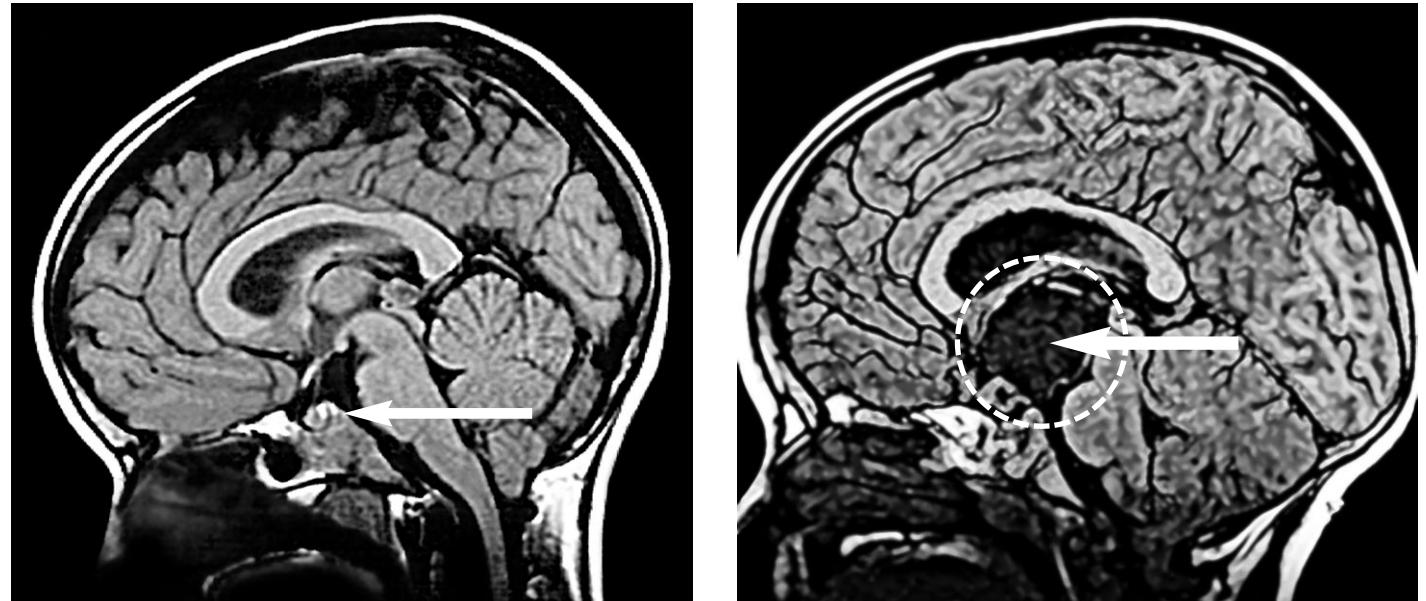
Nuclear spin resonance tomography (MRI) of the head of a patient with craniopharyngioma
